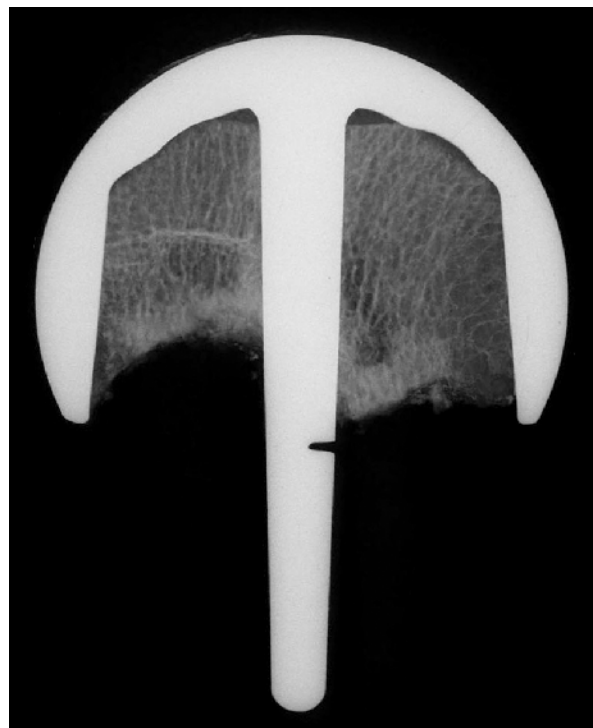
Kontaktradiographie 18/13
